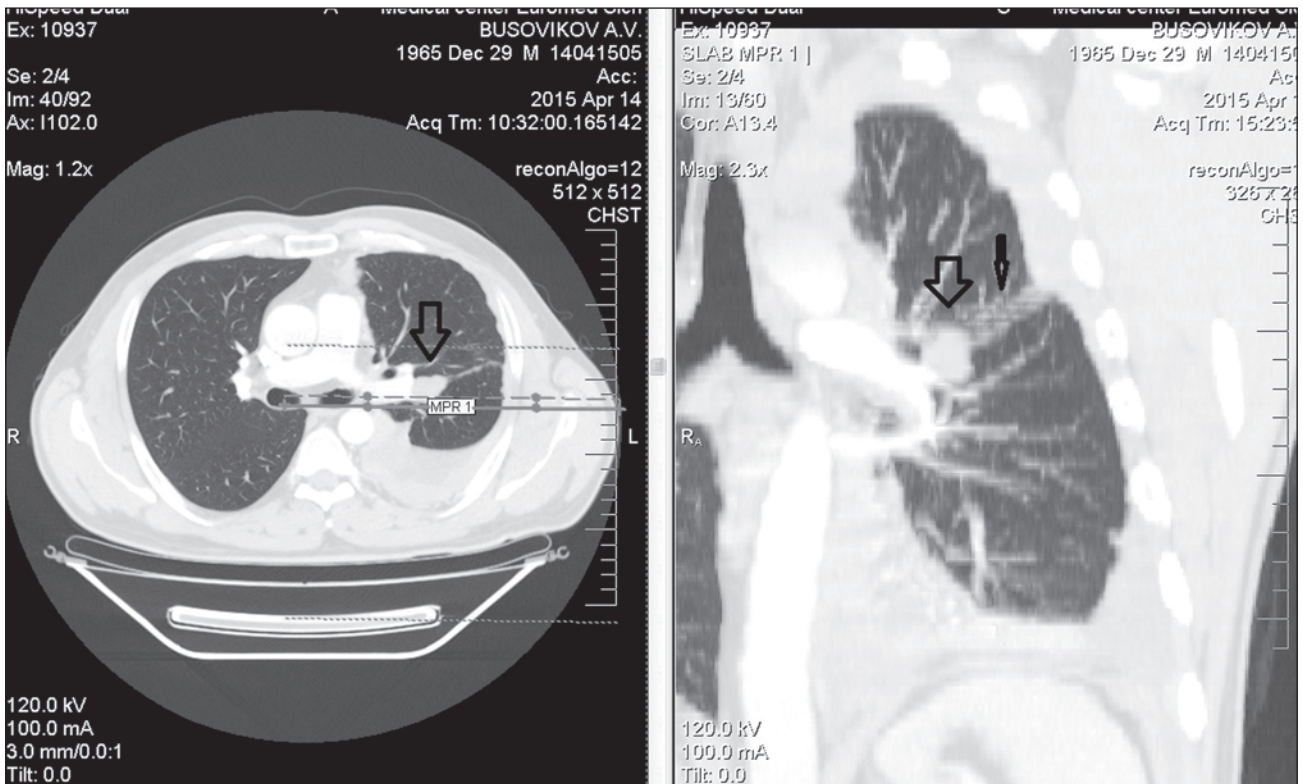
Комп'ютерна томограма органів грудної порожнини при надходженні до стаціонару ЗОПТКД
